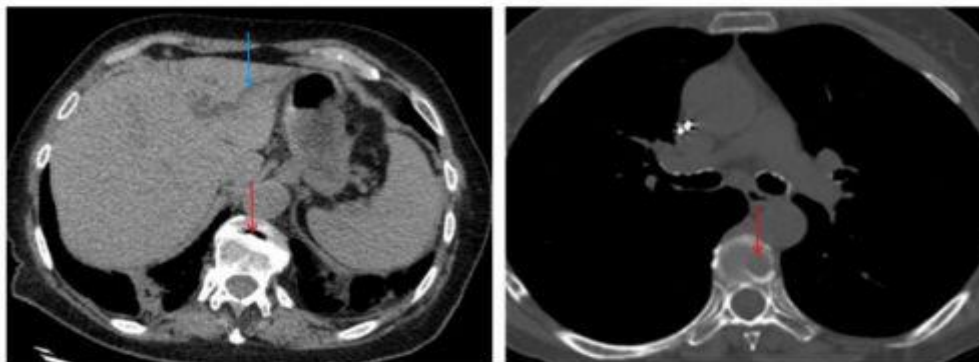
Пример снимка МРТ
